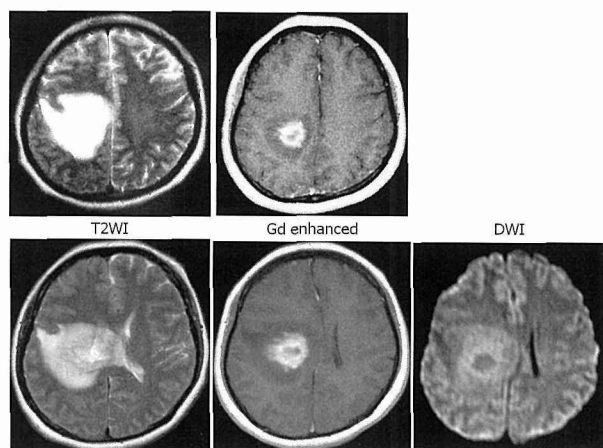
右傍側脳室の孤発性病変は約10日で増大を認めた (上段: 近医受診時、下段: 当院入院時の頭部MRI) 上段中央のガドリウム造影像では、右傍側脳室に直径2.5cm大の腫瘍を認める。腫瘍辺縁はリング状に造影され、腫瘍周囲には浮腫を伴う。下段中央のガドリウム造影像では、腫瘍は3cm大に増大を認める。下段右の拡散強調画像 (DWI) では若干の信号上昇を認める。
